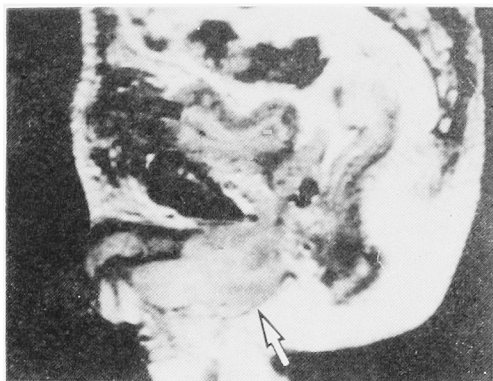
Proton density image of urethral cancer. Tumor (arrow) invades the corpus cavernosum. Extent of the tumor is clearly identified by MRI.
